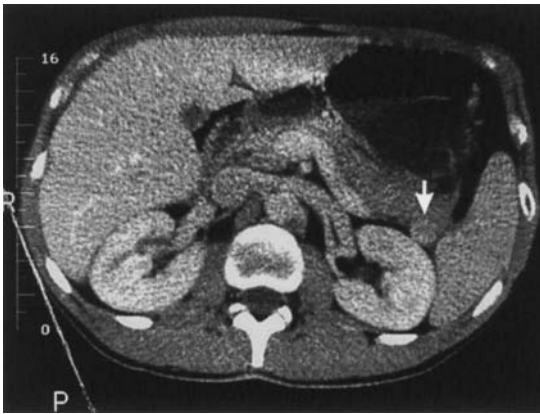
◀ Computertomographie des Oberbauches mit entzündlich-ödematöser Auftreibung des Pankreasschwanzes und ca. 1 cm messender intrapankreatischer Nebenmilz (Pfeilmarkierung)
